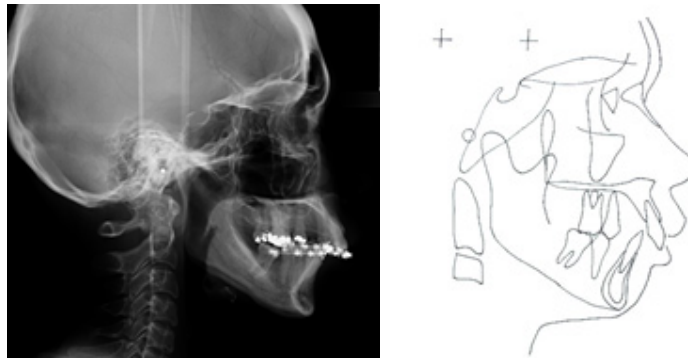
Presurgical cephalometric radiograph
